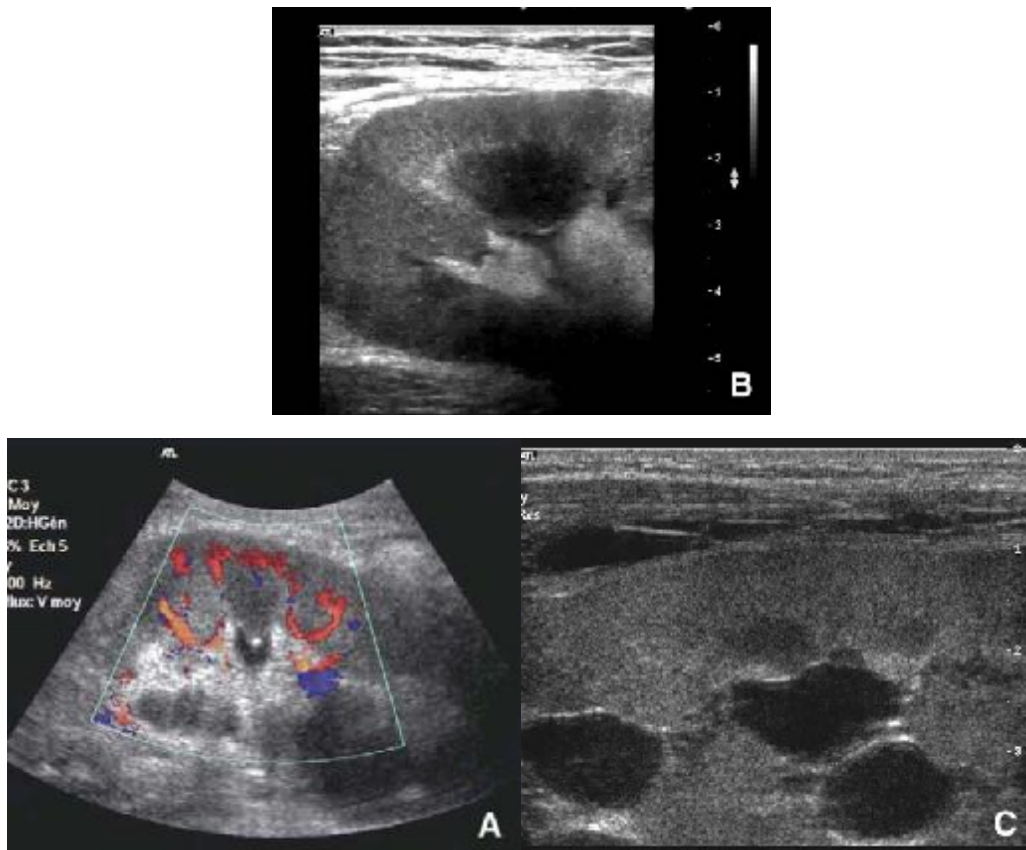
Techniques échographiques. L'étude anatomique échographique du rein et de la voie excrétrice est améliorée par le mode harmonique (A), le mode « *compounding* » et l'utilisation de sondes de haute fréquence large bande (B, C) : noter la bonne délimitation du calice dilaté, de la papille et de la médullaire hypoéchogène et des vaisseaux adjacents (A, B, C).
